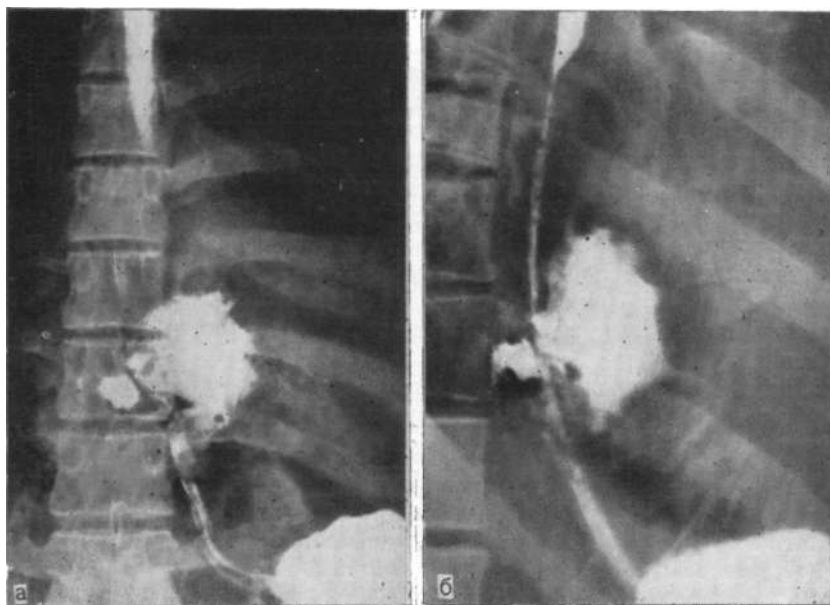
Рентгенограмма. Спонтанный разрыв левой переднебоковой стенки грудного отдела пищевода во время неукротимой рвоты, а — прямая; б — боковая проекция.
